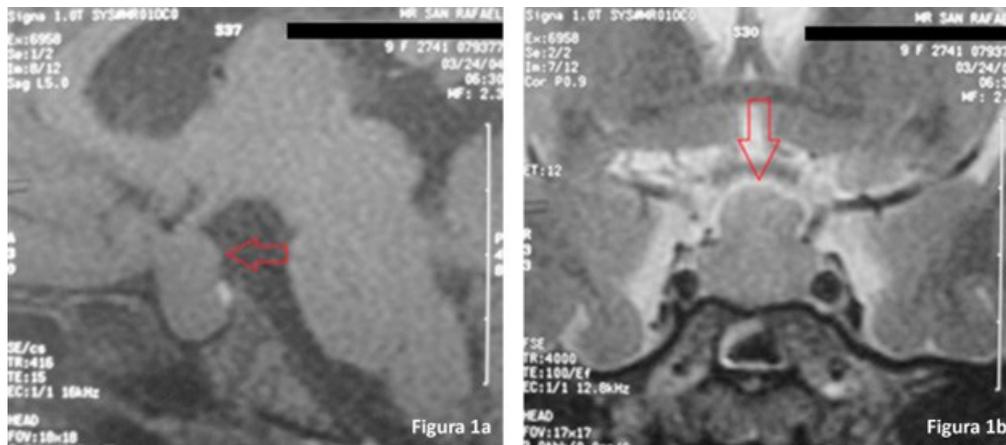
MRI de silla turca pretratamiento. En 1ª se presenta el corte sagital. En 1b se aprecia el corte coronal. La flecha muestra hiperplasia hipofisaria intra y supraselar.
